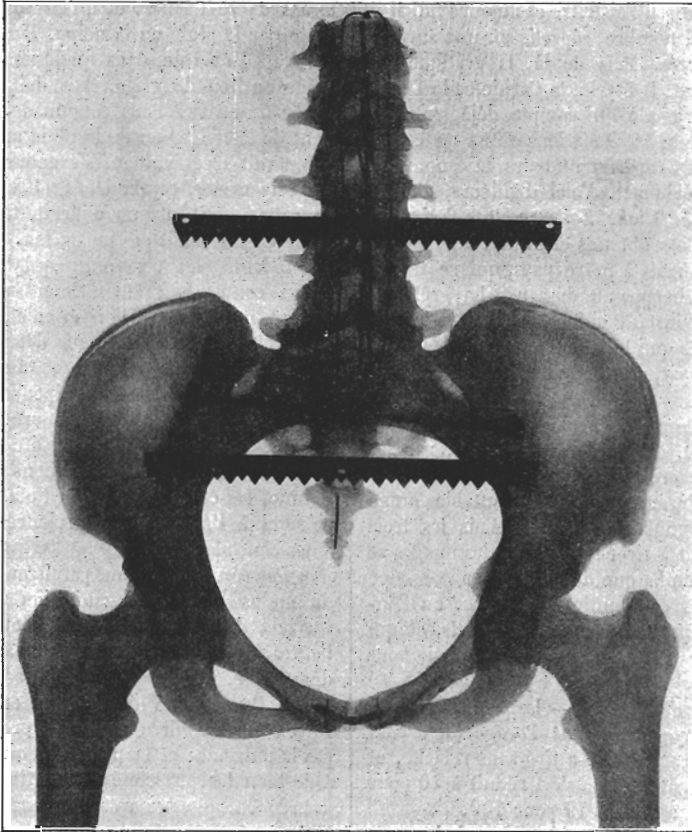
Radiographie d'un bassin sec, prise à 10 mètres de distance de l'ampoule.
